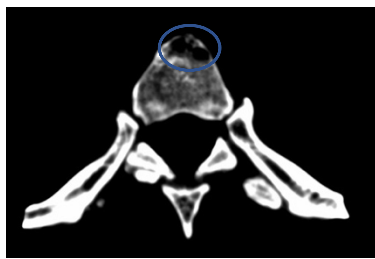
Immagine CT di una metastasi Litica.
